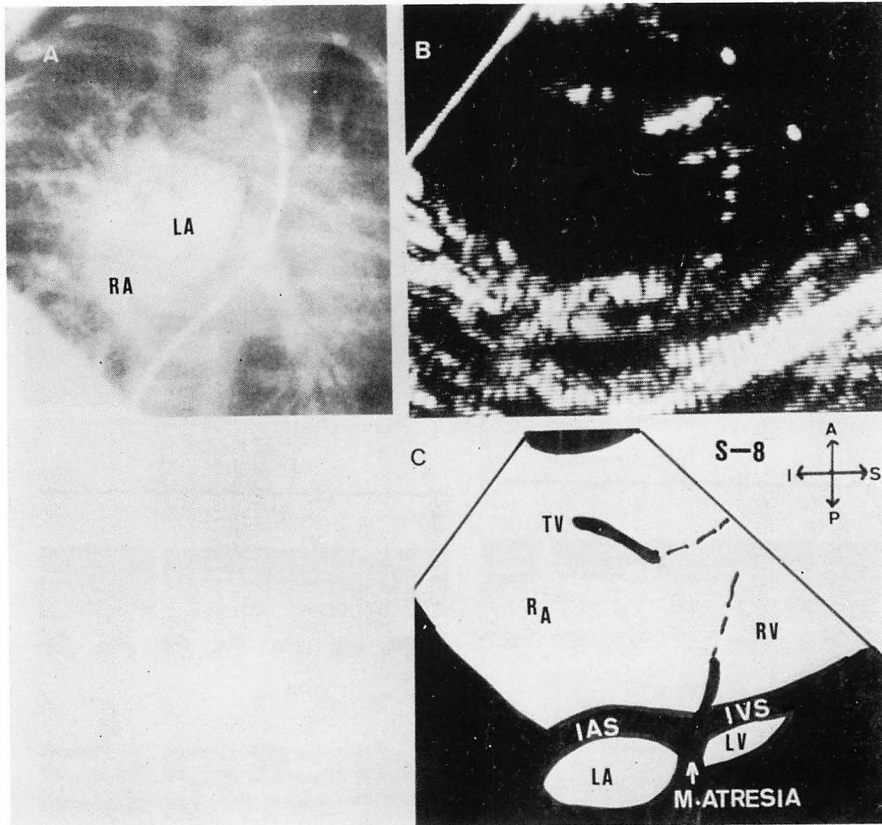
Mitral atresia and aortic stenosis (Type II): Two-dimensional echocardiogram (B, C) and main pulmonary arteriogram (A).
